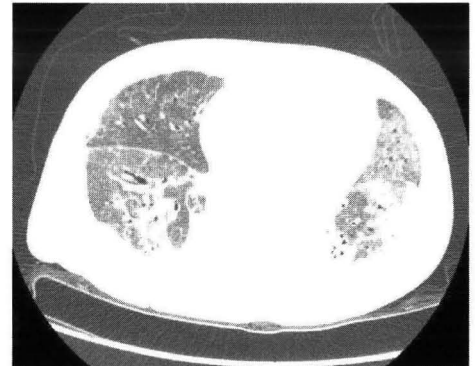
PEEP10cmH<sub>2</sub>O時の呼気CT画像(下肺野水平断)
